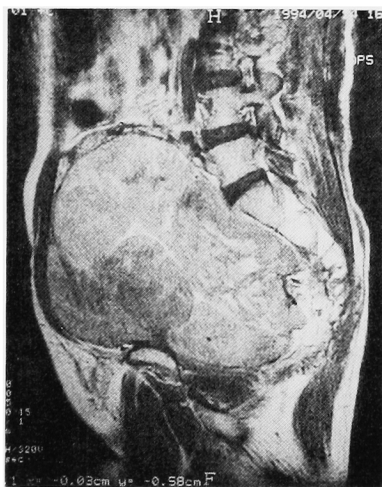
MRI T1-weighted image sagittal plane. A huge mass occupies the pelvic cavity.
